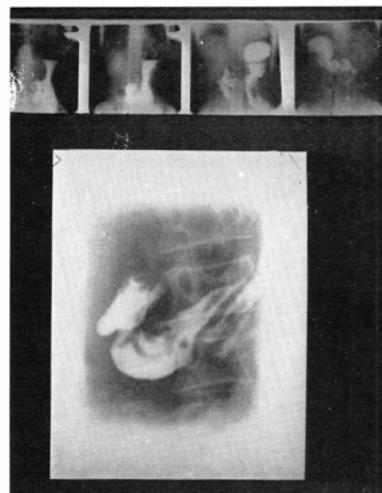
Case 17. defect of antrum (over. miniature, under. routine X-ray)
